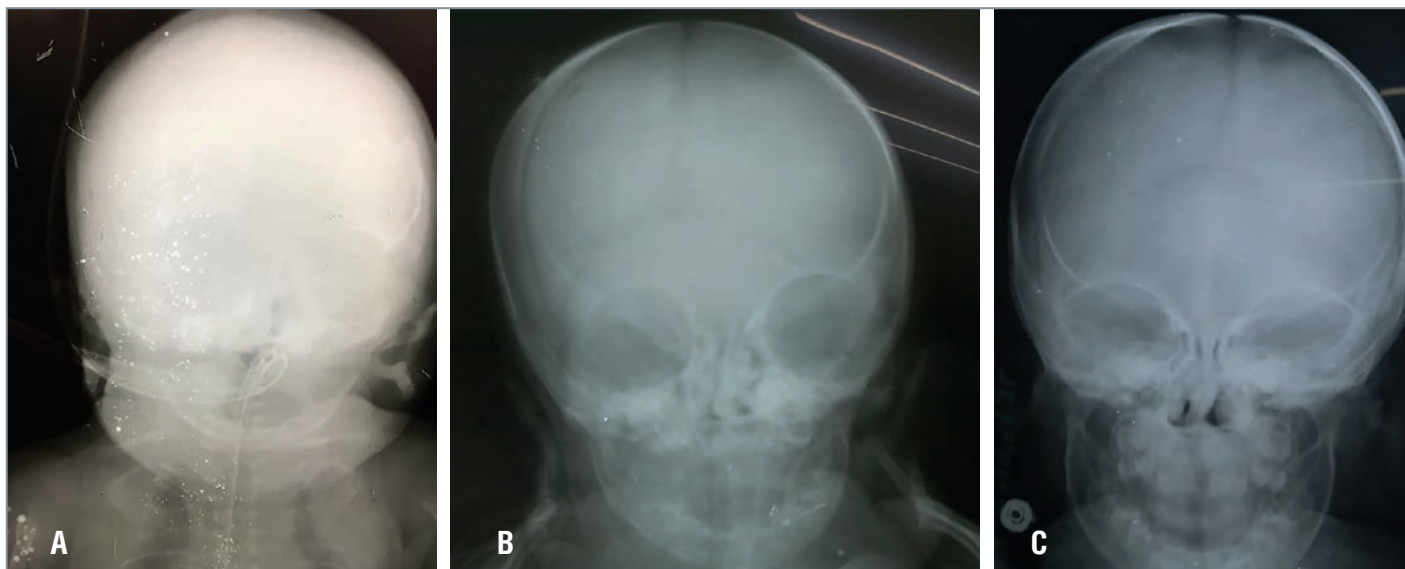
Рентгенография костей черепа: А – 14-й день жизни, В – 6 мес., С – 12 мес.
